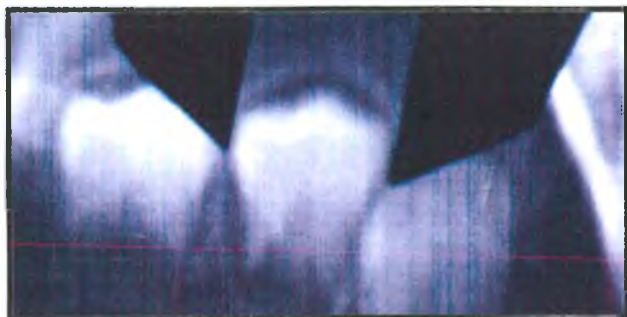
Medida do diâmetro méso-distal do primeiro pré-molar inferior esquerdo na radiografia cefalométrica em 45° da mandíbula com paquímetro
